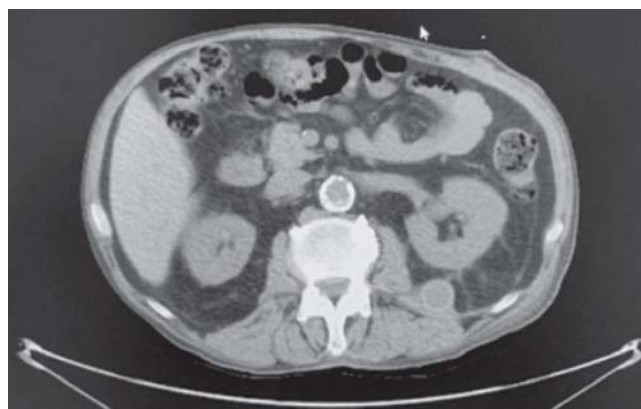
МСКТ с внутривенным контрастированием до оперативного вмешательства у пациентки с тотальным кальцинозом брюшного отдела аорты
